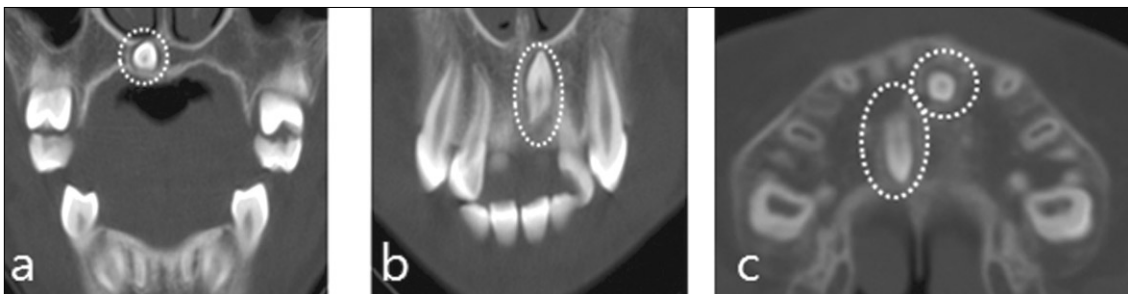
CT taken before surgery. (a) horizontally impacted mesiodens. (b) vertically impacted mesiodens. (c) 2 mesiodens are shown on horizontal view.
